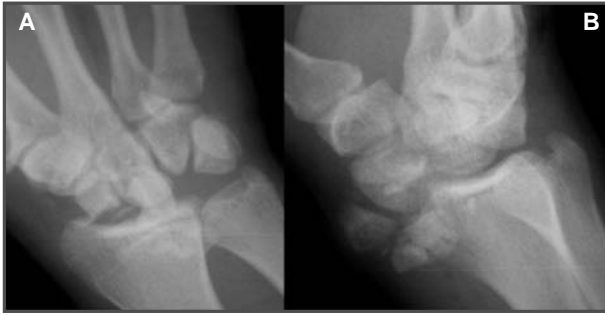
Radiografías anteroposterior (A) y lateral (B).
